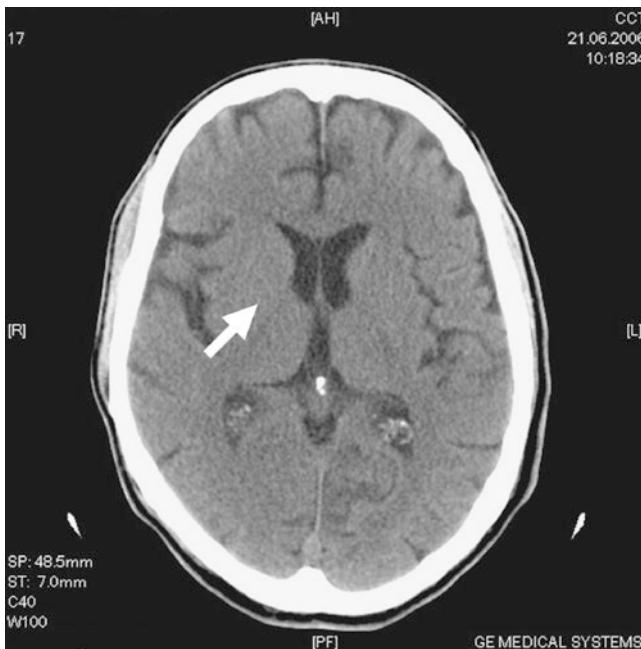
Kranielle Computertomographie (CCT) eines „apallischen“ Patienten mit hypoxischem Hirnschaden. Es zeigt sich eine schlechte Abgrenzbarkeit der Basalganglien (Pfeil)
